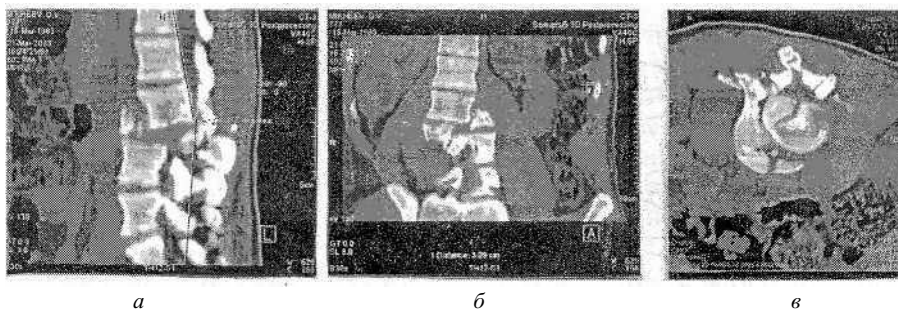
Компьютерная томография закрытого осложненного переломовывиха L1—L1n позвонков со стенозом позвоночного канала. Реконструкция в сагиттальной (а), фронтальной (б) и горизонтальной (в) плоскостях
